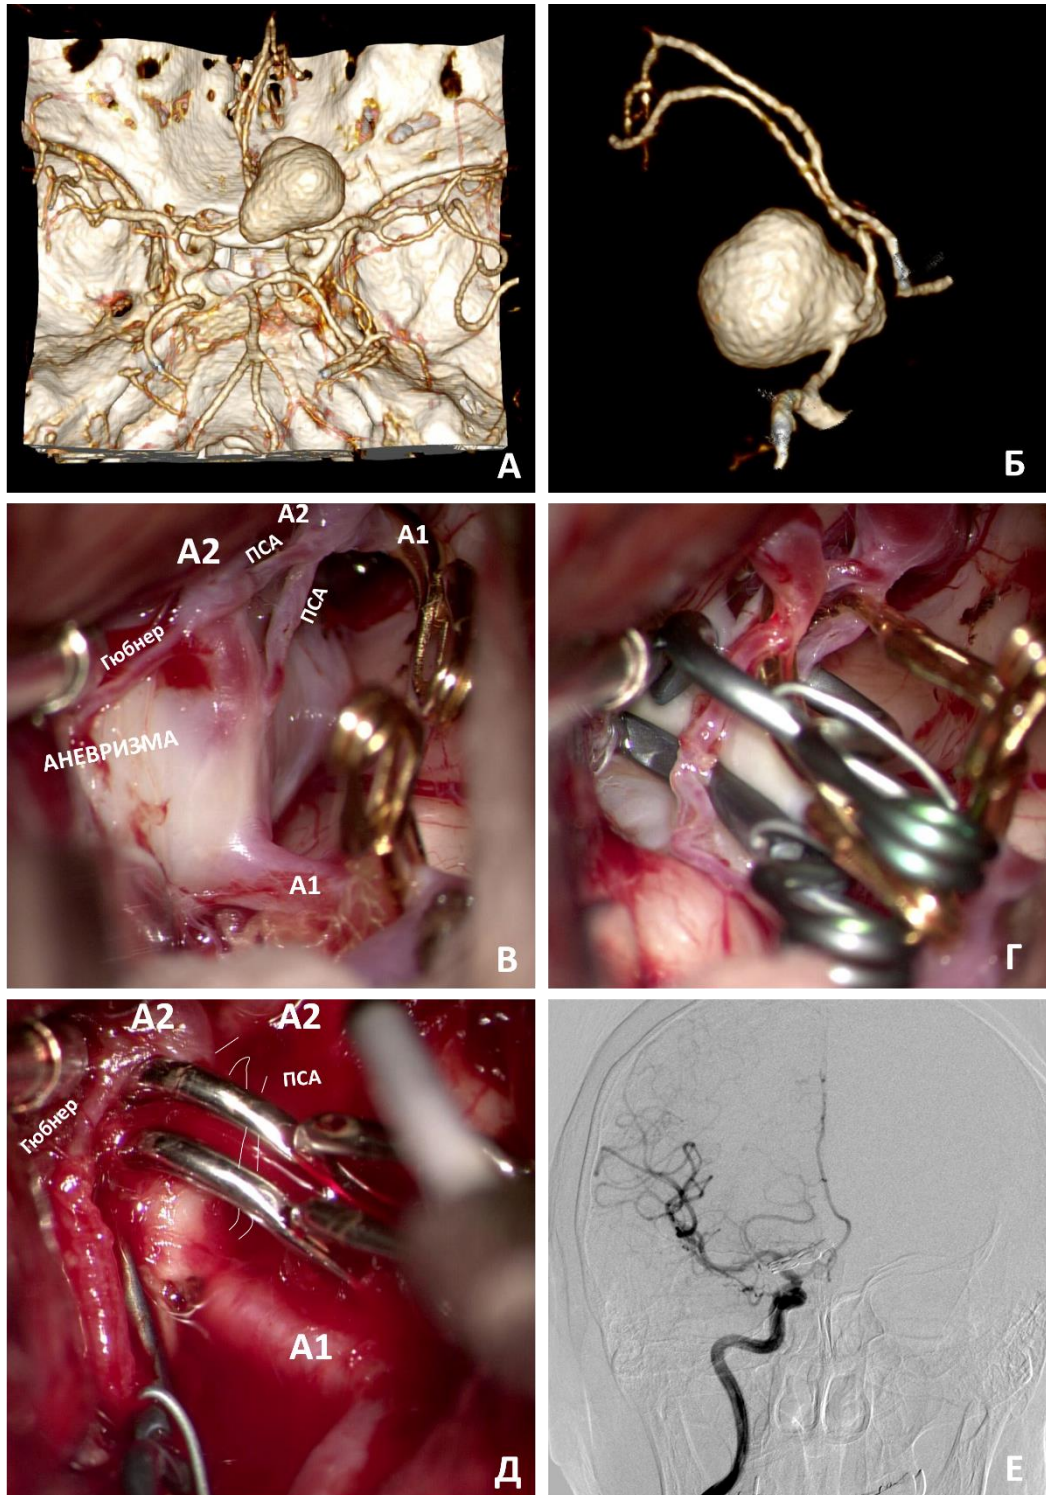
Сложное клипирование гигантской прекоммуникантной аневризмы задне-верхнего расположения. А, Б – вид аневризмы на КТ-ангиографии; В – интраоперационное фото, особенности локальной сосудистой анатомии; Г – этап клипирования до интраоперационного разрыва аневризмы; Д – окончательное положение клипс (см. текст); Е – контрольная ЦАГ
